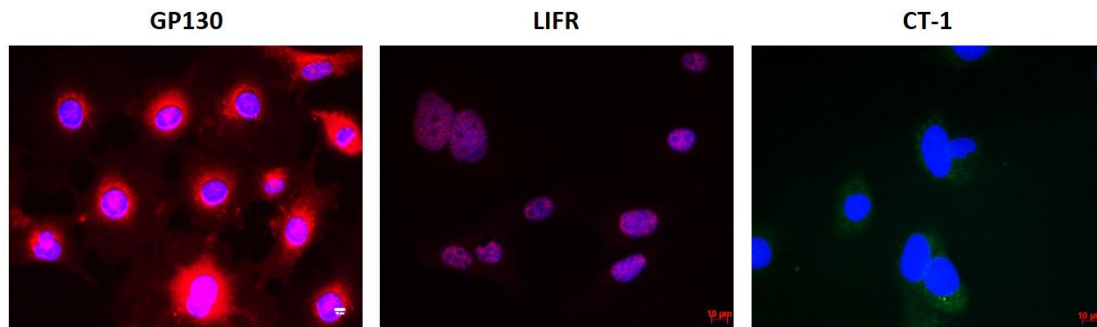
Análisis de la expresión de GP130, LIFR y CT-1 en podocitos inmortalizados. Inmunofluorescencia de GP130 (magnificación original: 200X), LIFR y CT-1 (magnificación original: 400X) en podocitos maduros tras 14 días de diferenciación. Barra= 10 µm. CT-1: cardiotrofina-1, GP130: glicoproteína 130, LIFR: receptor de LIF.
